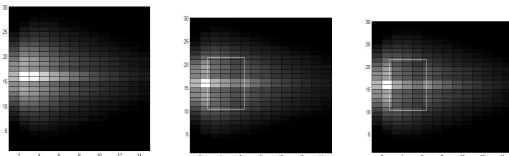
Полученные при моделировании томограммы новообразования в «просветленном» кожном покрове: *a* – томограмма здоровой кожи, *б*–томограмма кожи при наличии новообразования. *в* – томограмма кожи при наличии злокачественного новообразования (границы новообразования обозначены)
